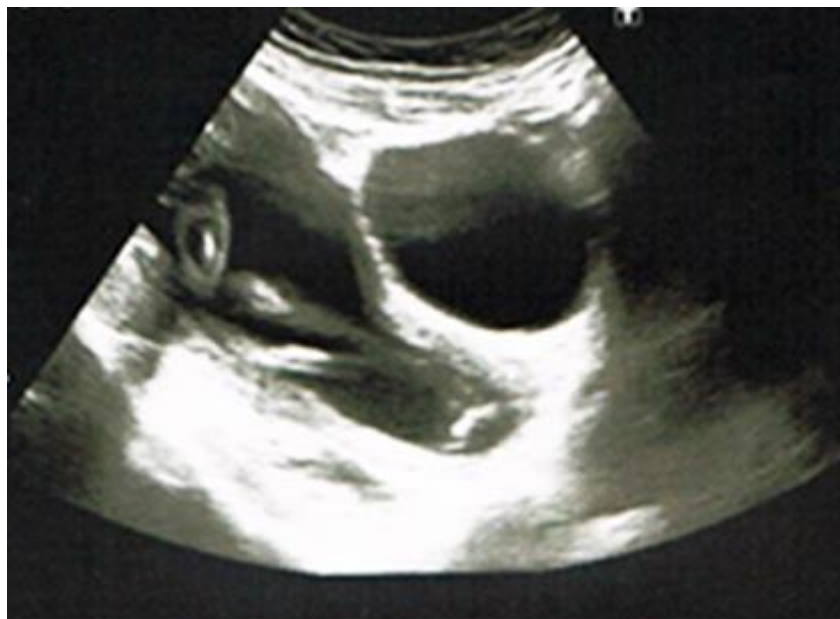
Imagen de cérvix por ecografía transabdominal al ingreso (20,6 semanas).
